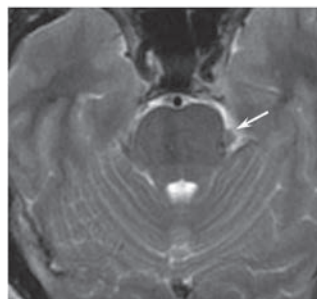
МР-томограмма головного мозга: аневризма левой ВМА (стрелка), размером 6 мм.
